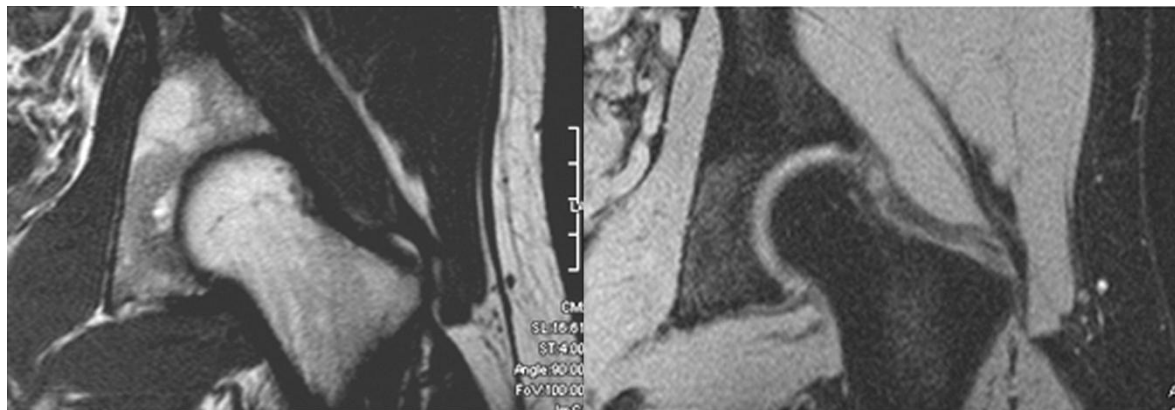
МР томография, корональные срезы области тазобедренных суставов Т2 ВИ и Т1 с подавлением сигнала от жира. Выражена неоднородность сигнала, обусловленная различным содержанием жировой ткани. Вариант нормы
